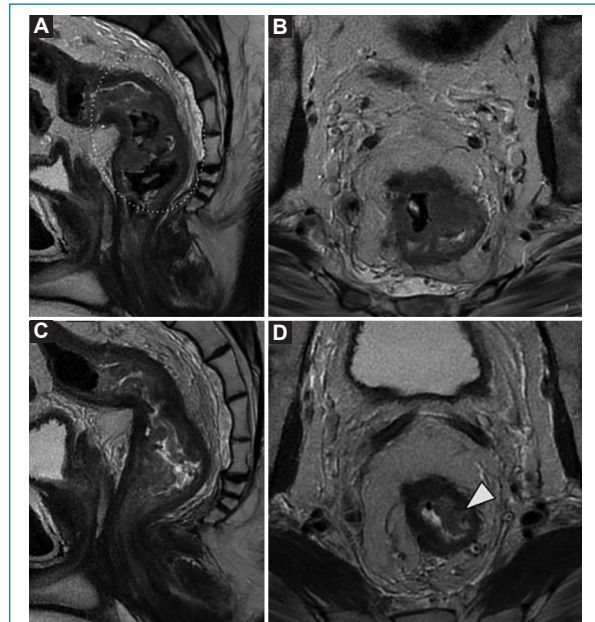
Adenocarcinoma de recto medio. La RM inicial con secuencias sagital T2 (A) y axial T2 (B) evidencia un tumor concéntrico (elipse) en estadio T4a, N2-N1C, MRC comprometido, EMVI positivo. La RM de control a los 3 meses postratamiento muestra persistencia de la lesión con reducción de volumen y predominio de señal intermedia en T2 (punta de flecha) (C y D) por sobre algunos aislados focos de fibrosis: TRG 4, compatible con respuesta incompleta. *MRC: margen de resección circunferencial.*
